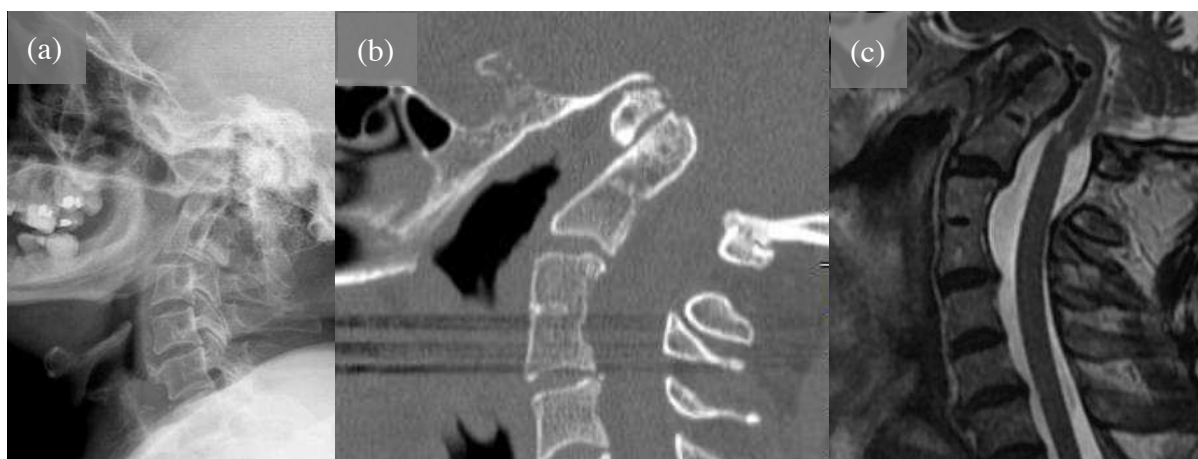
Platibasia e impressão basilar em paciente com 49 anos de idade, osteogênese imperfeita, compressão e lesão da medula espinhal no plano do forame magno e dos corpos vertebrais de C1 e C2: radiografia (a), tomografia computadorizada (b) e ressonância magnética (c). Arquivo pessoal do autor.
